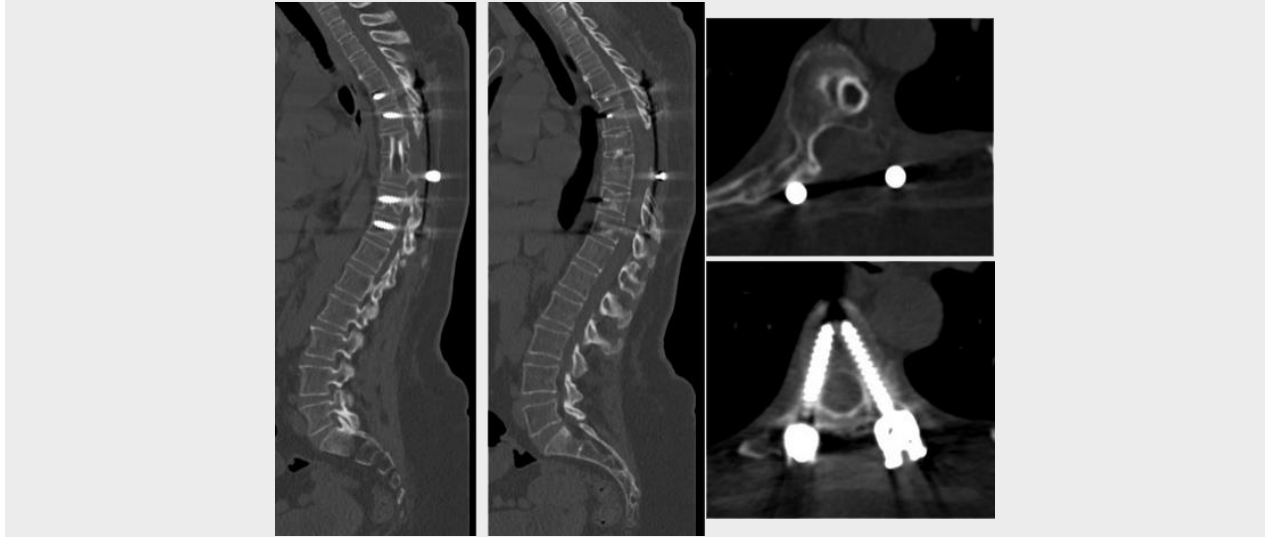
TAC simple de columna 2 años posterior a la cirugía, sin signos de pseudoartrosis.
